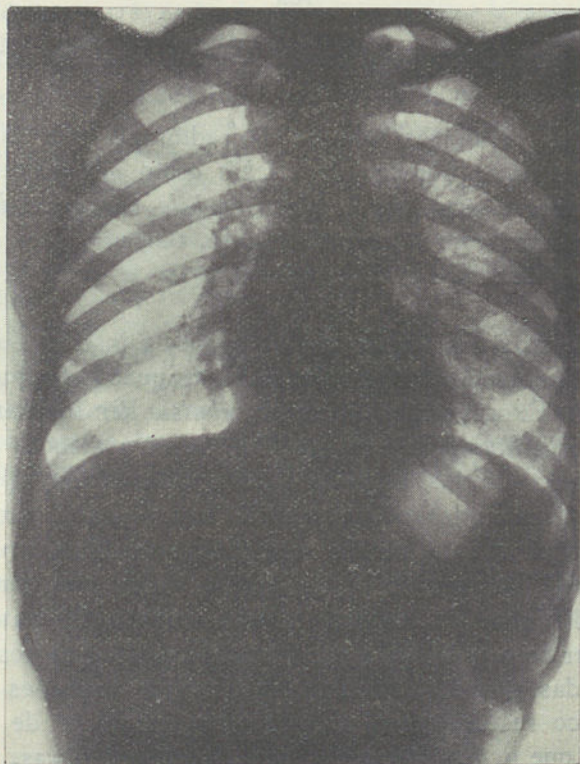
Radiografia simples
